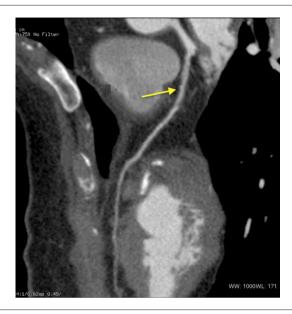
Reconstrução multiplanar da angiotomografia computadorizada das coronárias, detectando uma irregularidade parietal grave no terço proximal da artéria coronária descendente anterior, o que sugeria a presença de uma placa não calcificada ou dissecção da artéria (seta).
